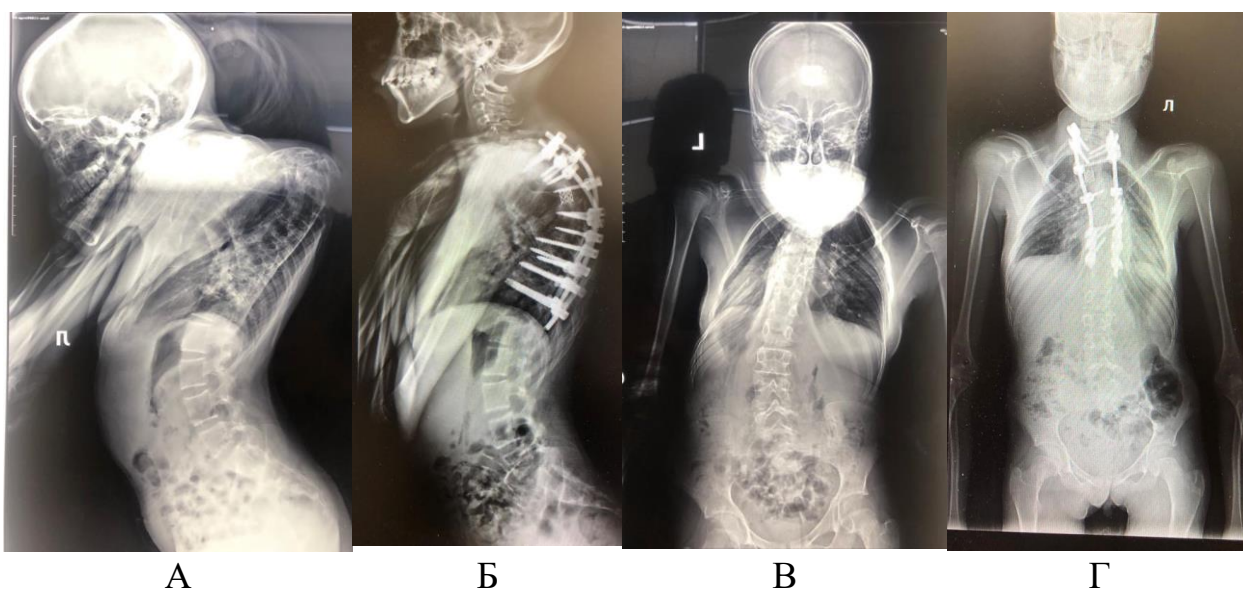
Рентгенографические данные пациентки до (А,В) и после (Б,Г) операции.
